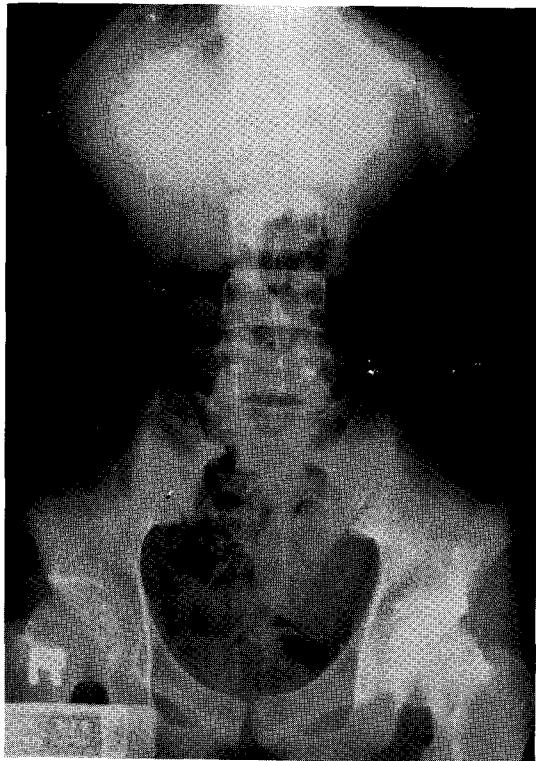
Abdomen radiography reveals numerous mercury emboli in base of both lung fields, pelvic and right side of the abdominal cavity.
